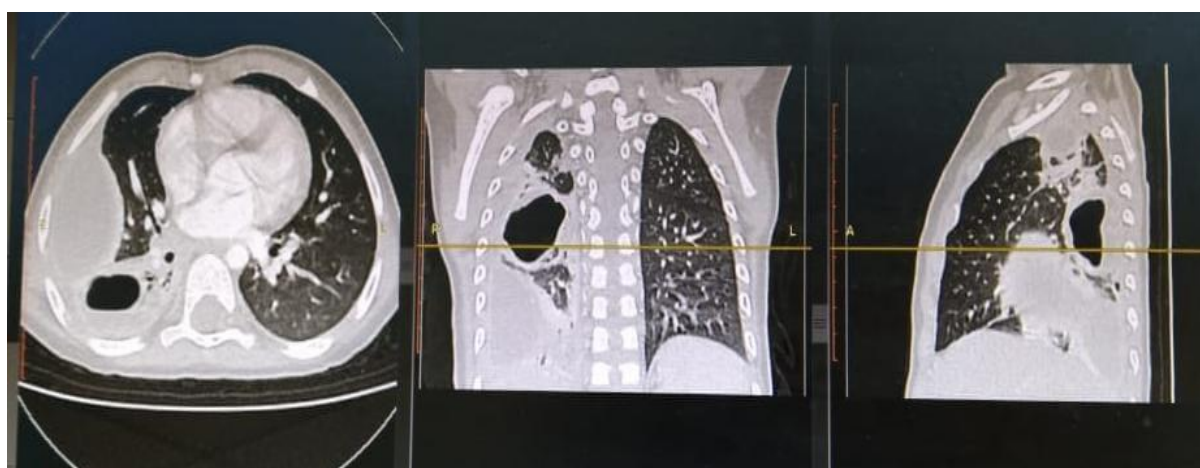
Chest computed tomography (September 21, 2021).
